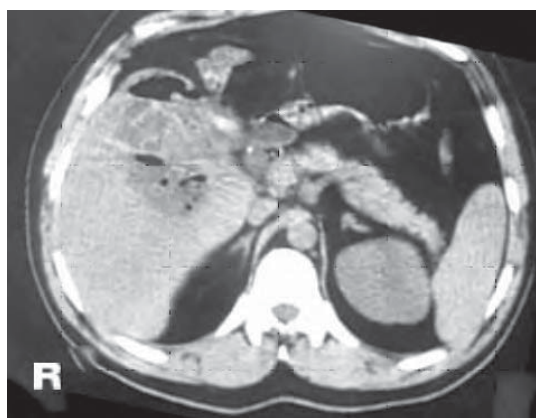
/4. Tomografía computada de abdomen. Paciente con colecistitis enfisematosa con extensión a los tejidos perivesiculares y al hígado. Germen aislado: *Clostridium perfringens*.
